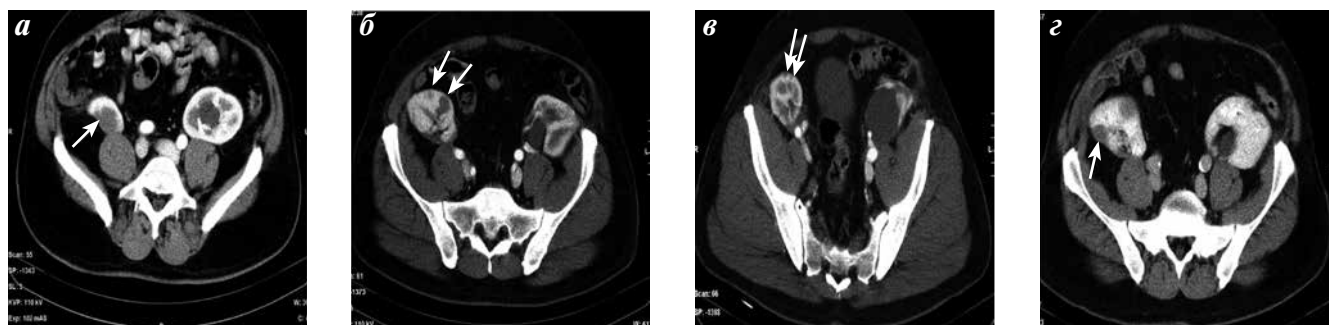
КТ: многоузловое опухолевое поражение аутотрансплантированной левой почки (стрелки)
